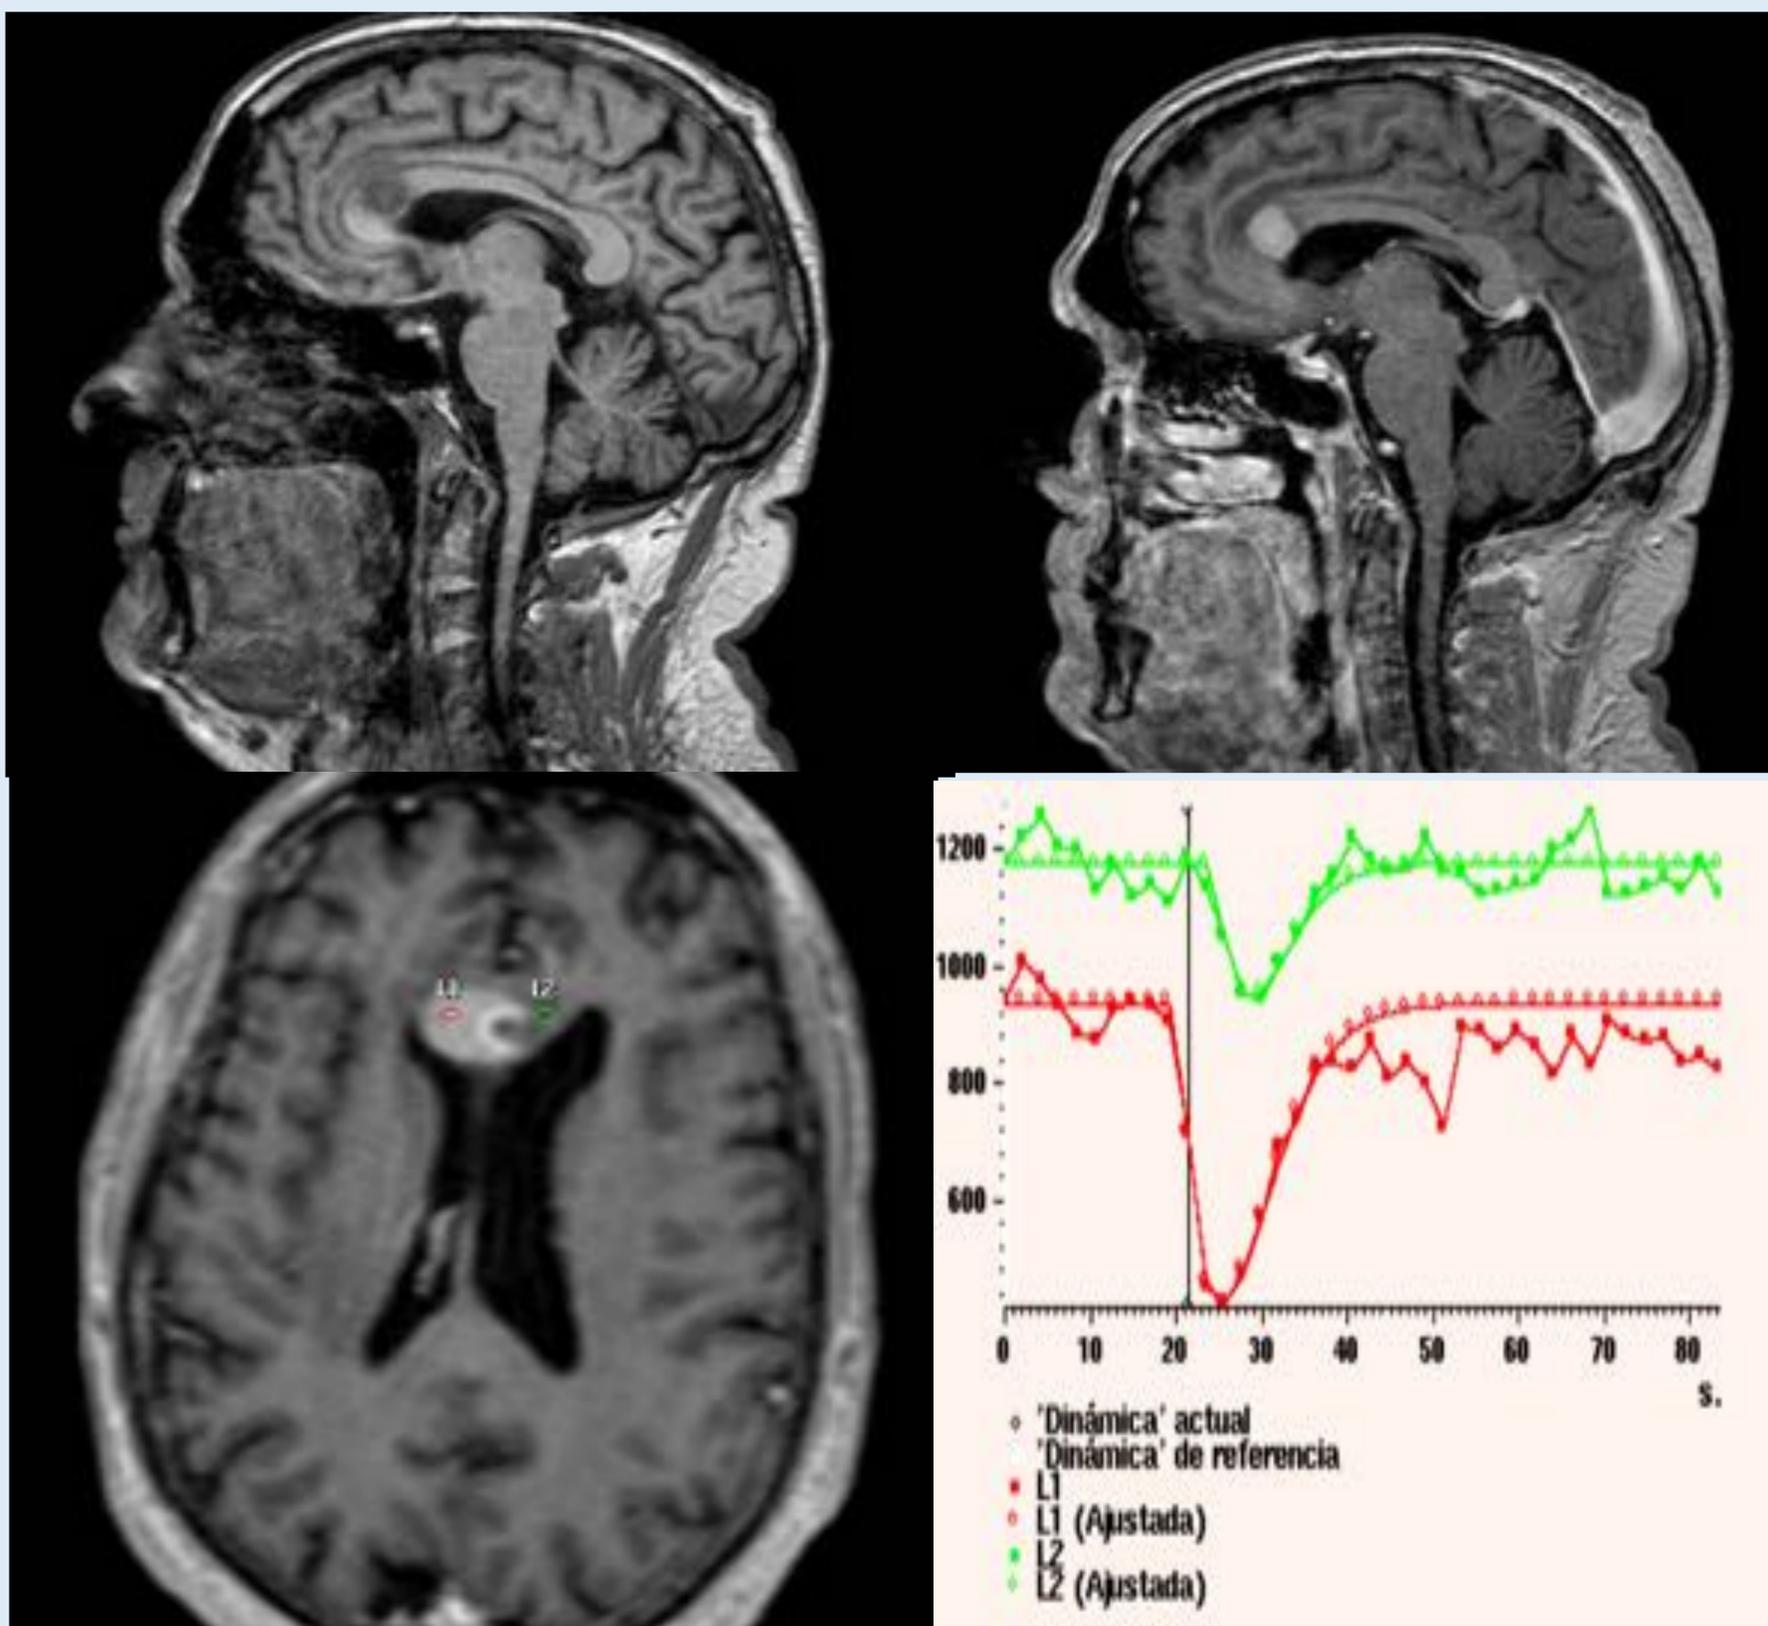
RMN craneal de paciente con diagnóstico de LPSNC, cortes T1 sagitales sin (A) y tras administración de gadolinio (B), T1 axial post-Gd (C) y curvas rCBV del estudio de perfusión. Se objetiva lesión en rodilla del cuerpo calloso derecha, que realza tras gadolinio y curvas rCBV patológicas.
